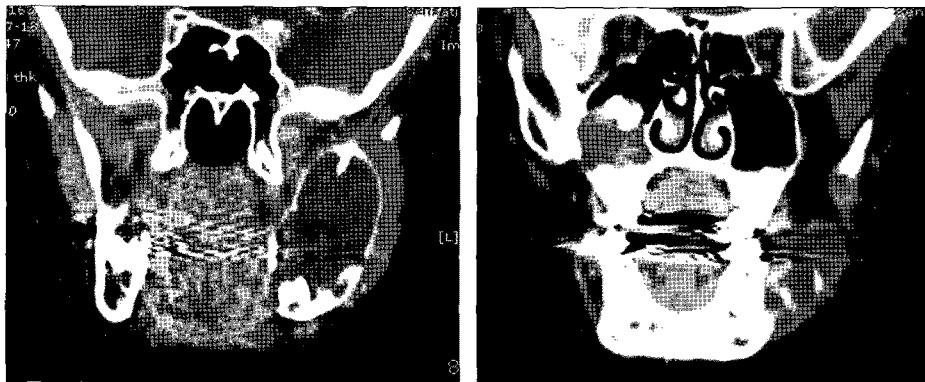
Preoperative CT views.
